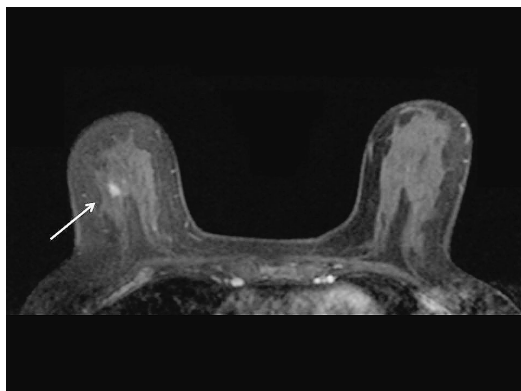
Breast dynamic MRI: A tumor with an ill-defined border showing late-phase enhancement was detected in the right breast.
